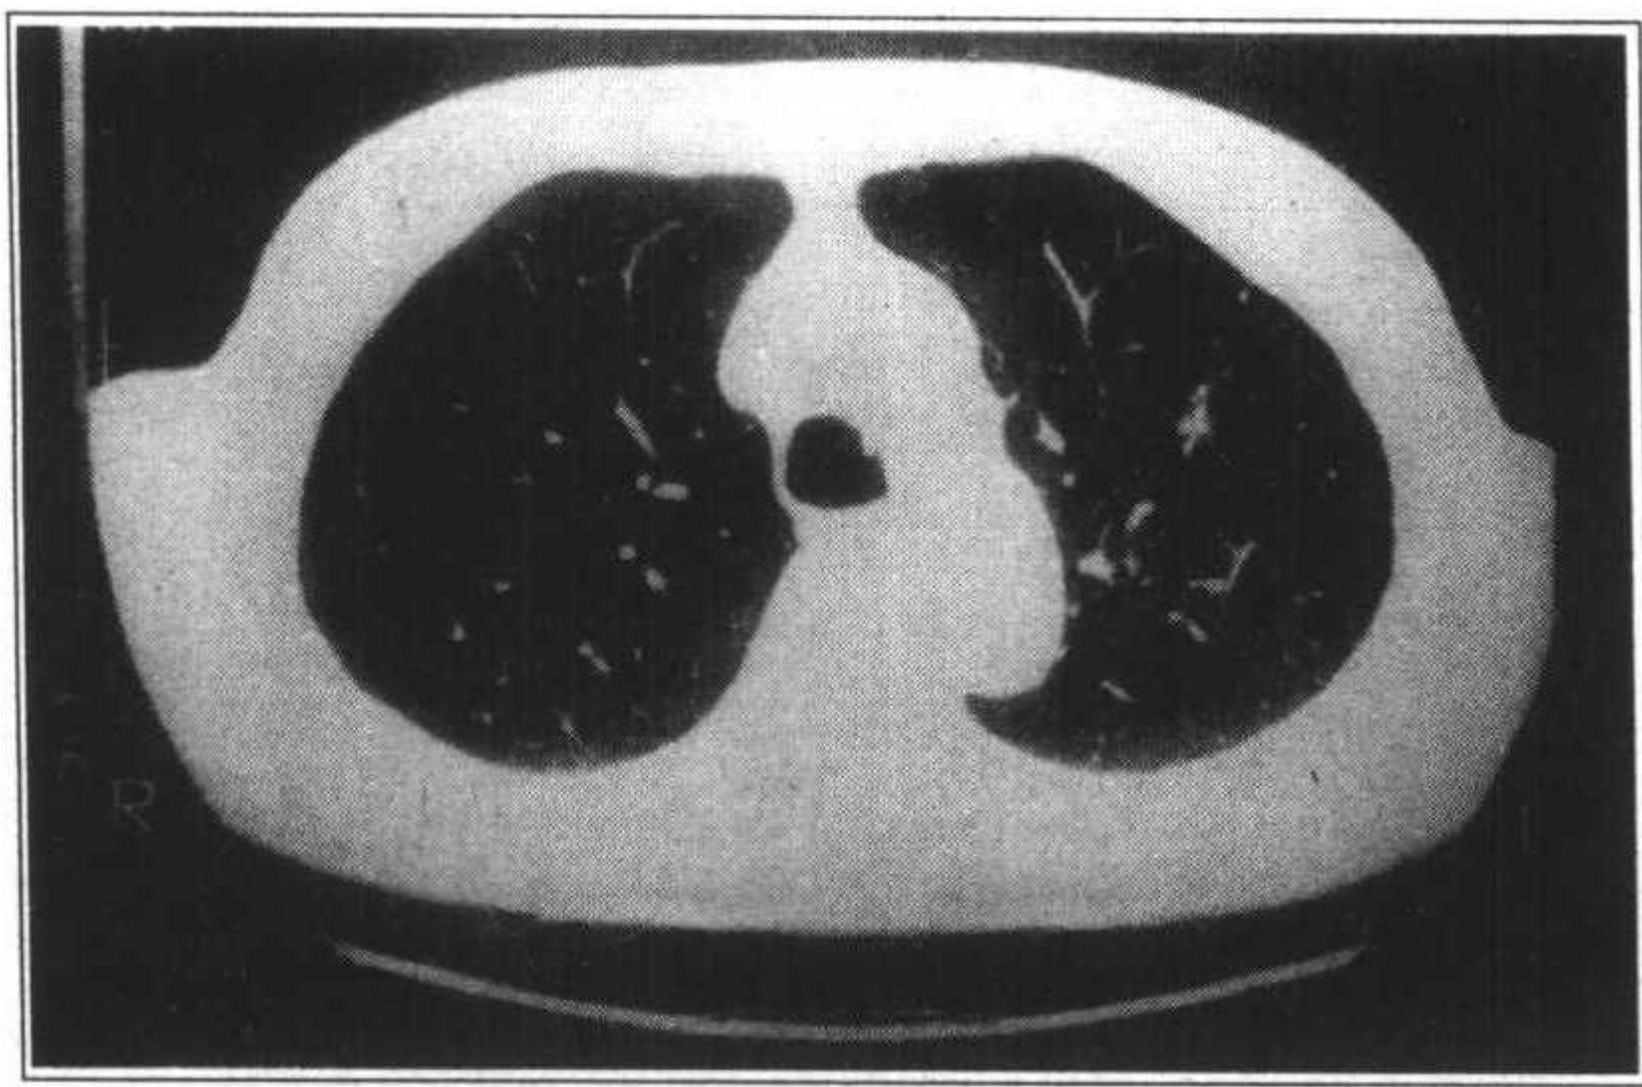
同一层面的 HRCT 扫描可见明确的小叶中心型肺气肿
